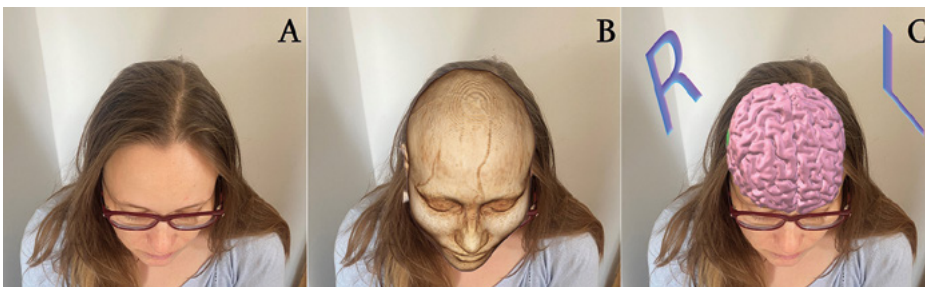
Augmentovaná realita – model pacientky získaný zpracováním dat z MRI je promítán do reálného prostředí, ve kterém je jeho pozice zakotvena bez ohledu na pozici pozorovatele; s modelem lze pracovat gesty rukou
